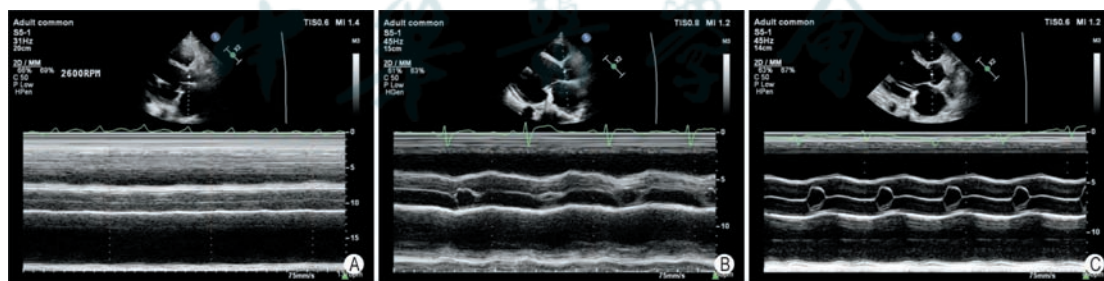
M型超声显示主动脉瓣开放情况 A: 主动脉瓣无开放; B: 主动脉瓣部分开放; C: 主动脉瓣开放
